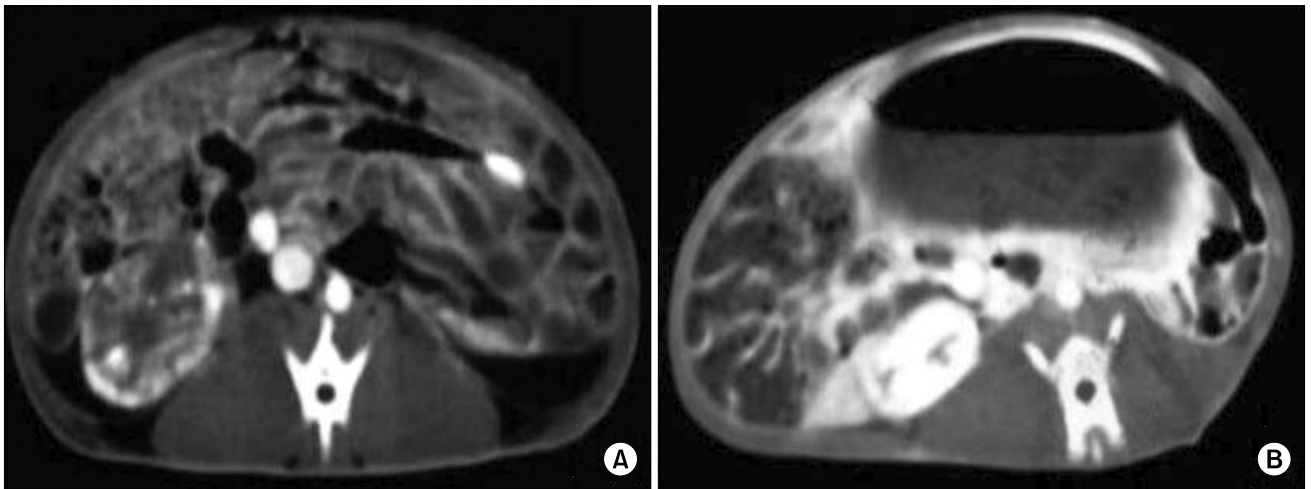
After embolization, post-contrast CT scans show the complete absence of renal enhancement in groups A and B (A) with only one exception in group B-3 (B).
